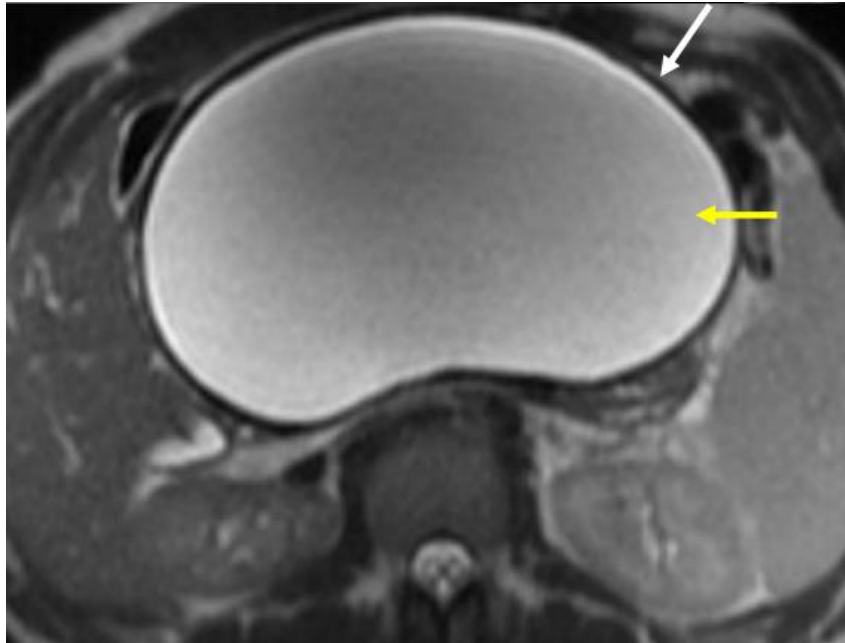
L'IRM met en évidence une lésion kystique (flèche jaune) entourée d'une paroi fibreuse hypo-intense en T2 (flèche blanche sur l'image IRM T2) [78]
